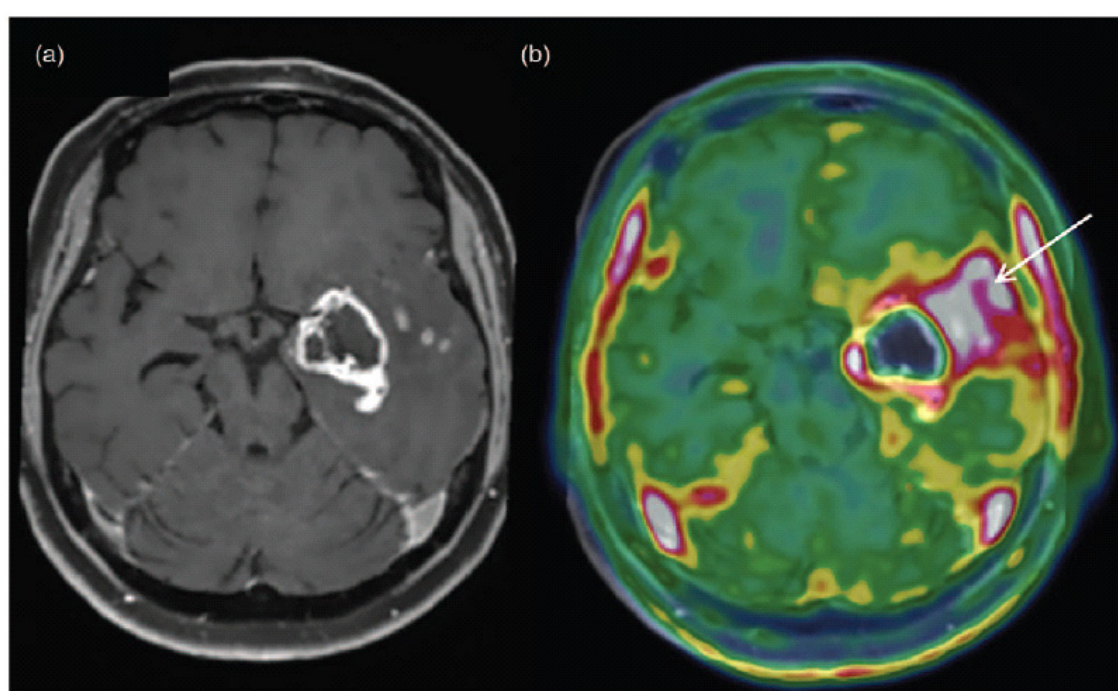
⁽⁴⁵⁾: PET/RM di un pz in follow-up per un glioblastoma temporo-insulare trattato con chemioterapia. La sequenza pesata in T1 (a) mostra una lesione necrotica con una porzione sospetta posterolaterale. La fusione di immagini PET/RM (b) conferma una lesione progressiva con elevato accumulo del tracciante ^{18}F FET e una maggior estensione tumorale rispetto alla lesione evidenziata con la sola RM.
